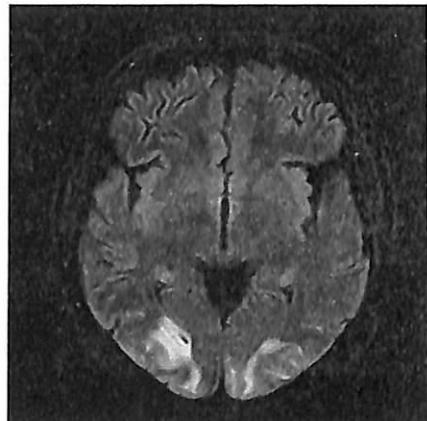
МРТ головного мозга, режим FLAIR. СОЗЭ (цит. по: en.wikipedia.org).
